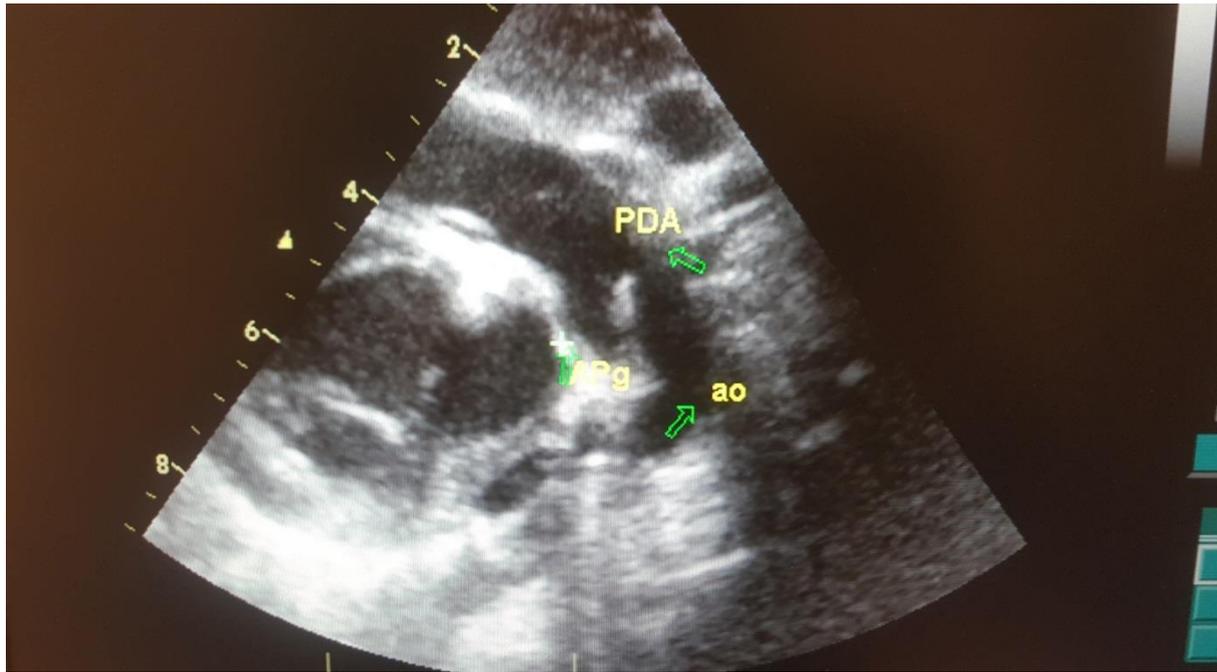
Image échographique d'un canal artériel typiquement tubulé (service de réanimation néonatale et Unité de cardiologie pédiatrique CHU Hassan 2 Fès)
